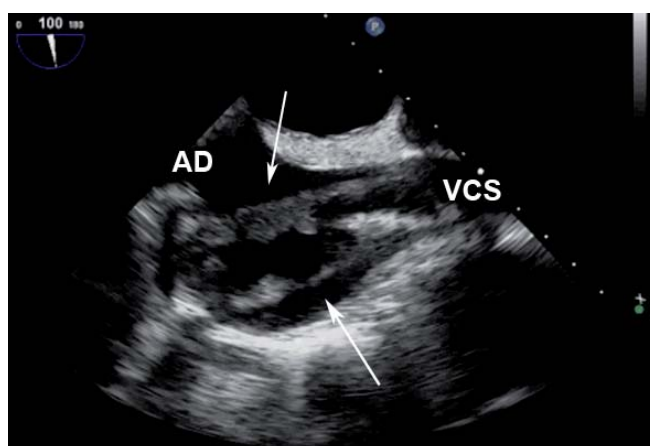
Ecocardiografía transesofágica. Se observan dos cables de marcapasos con implantes endocárdicos en ambos. AD: aurícula derecha; VCS: vena cava superior.
